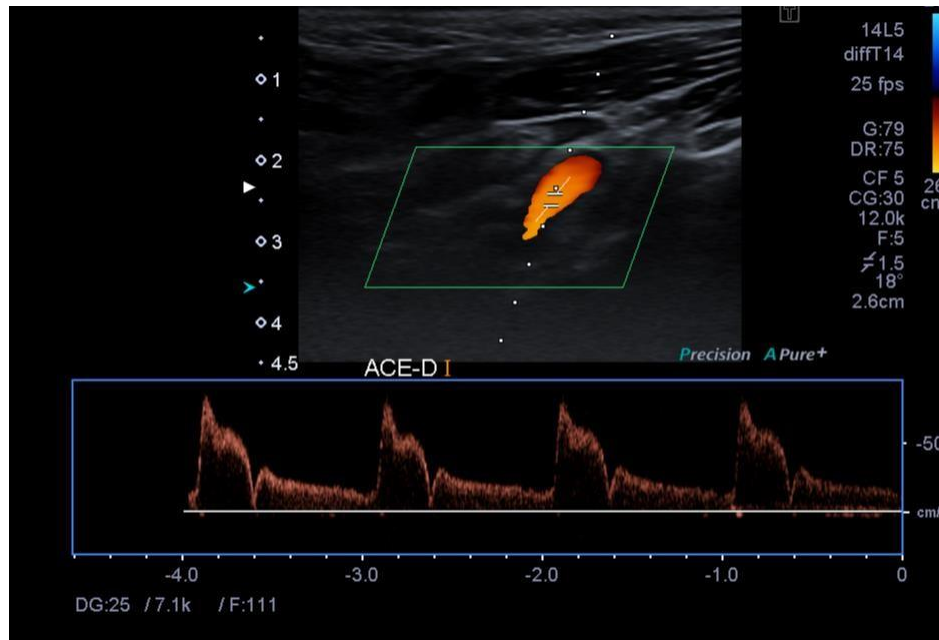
Doppler espectral de arteria carótida externa con onda de moderada resistencia, bifásica sistólica y con componente diastólico no propio posiblemente causado por la moderad obstrucción de su luz por placa de ateroma.
